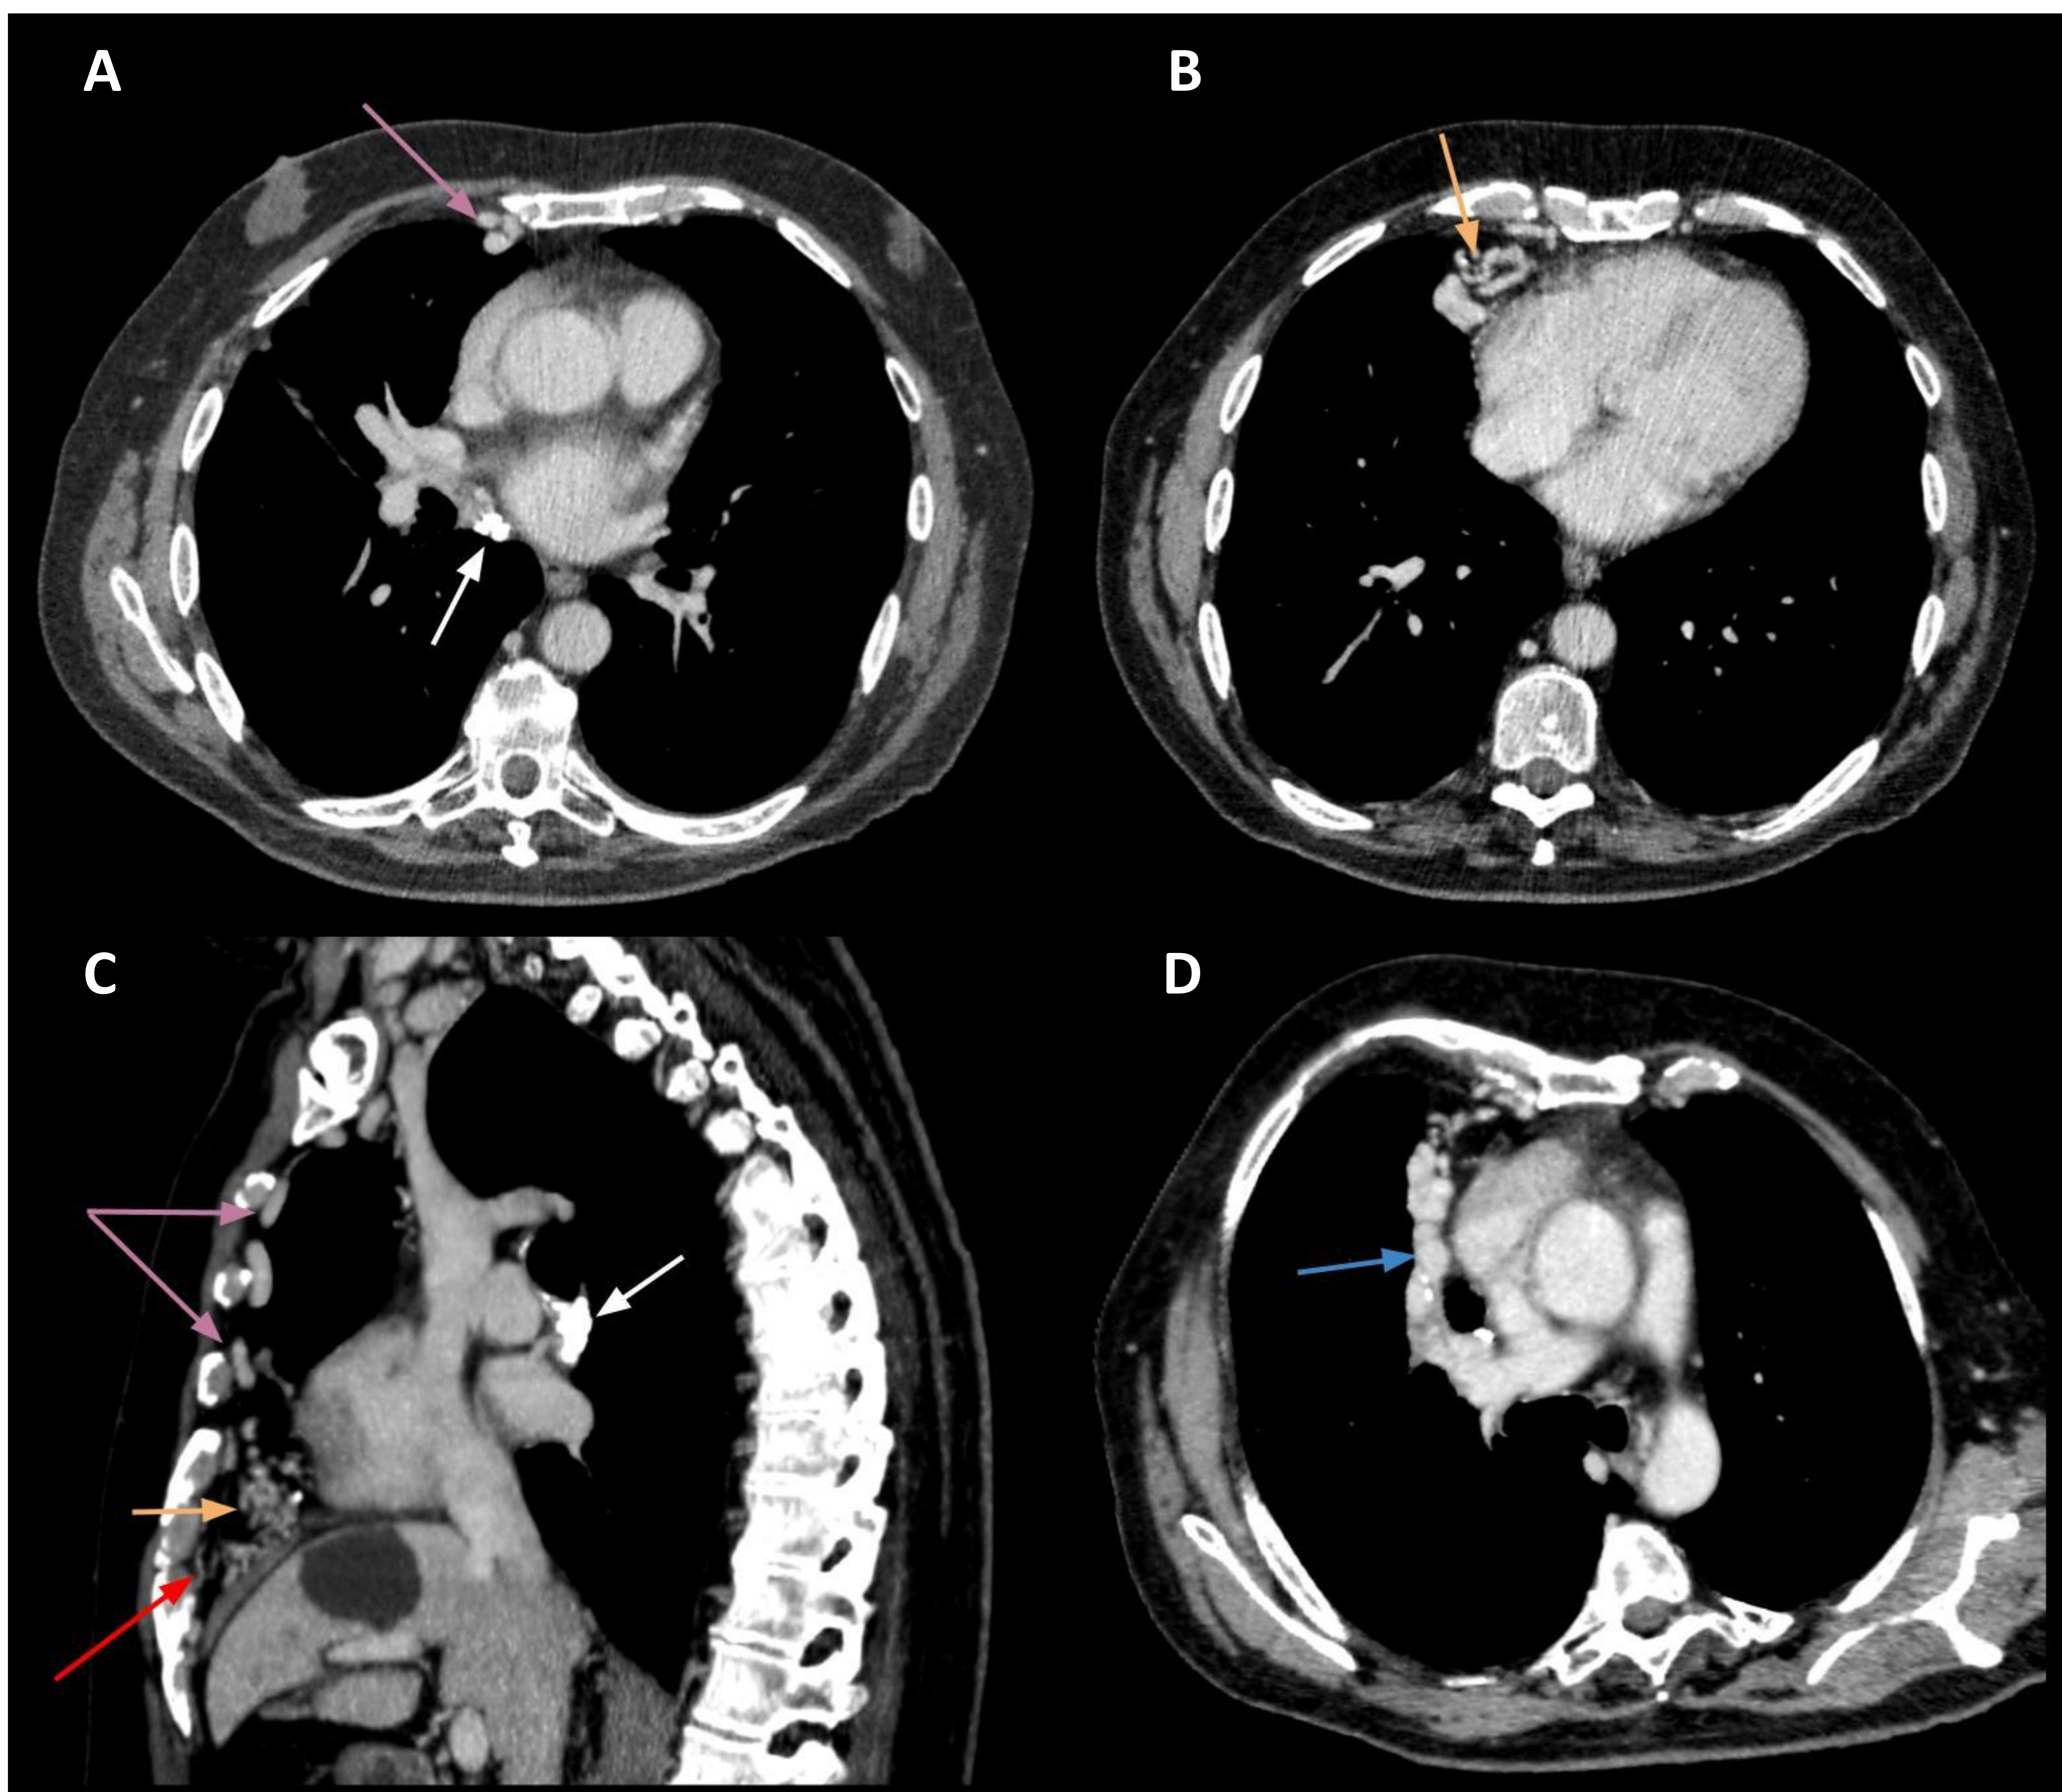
TC Tórax con ventana de mediastino con contraste yodado IV en fase venosa. Cortes axiales (A, B y D) y reconstrucción sagital/oblicua (C). MAV mediastínica compleja en receso cardiofrénico derecho con un nidus (flecha amarilla) que presenta aferencias arteriales varicosas dependientes de la arteria mamaria interna (flecha rosa) y algunas ramas intercostales (flecha roja) que se muestran discretamente dilatadas y tortuosas. Drenaje venoso principal en vena pulmonar superior derecha (flecha azul). Se observan calcificaciones vasculares (D) y ganglionares en hilio derecho (flecha blanca), en relación a infección previa por TBC, no referido inicialmente.
